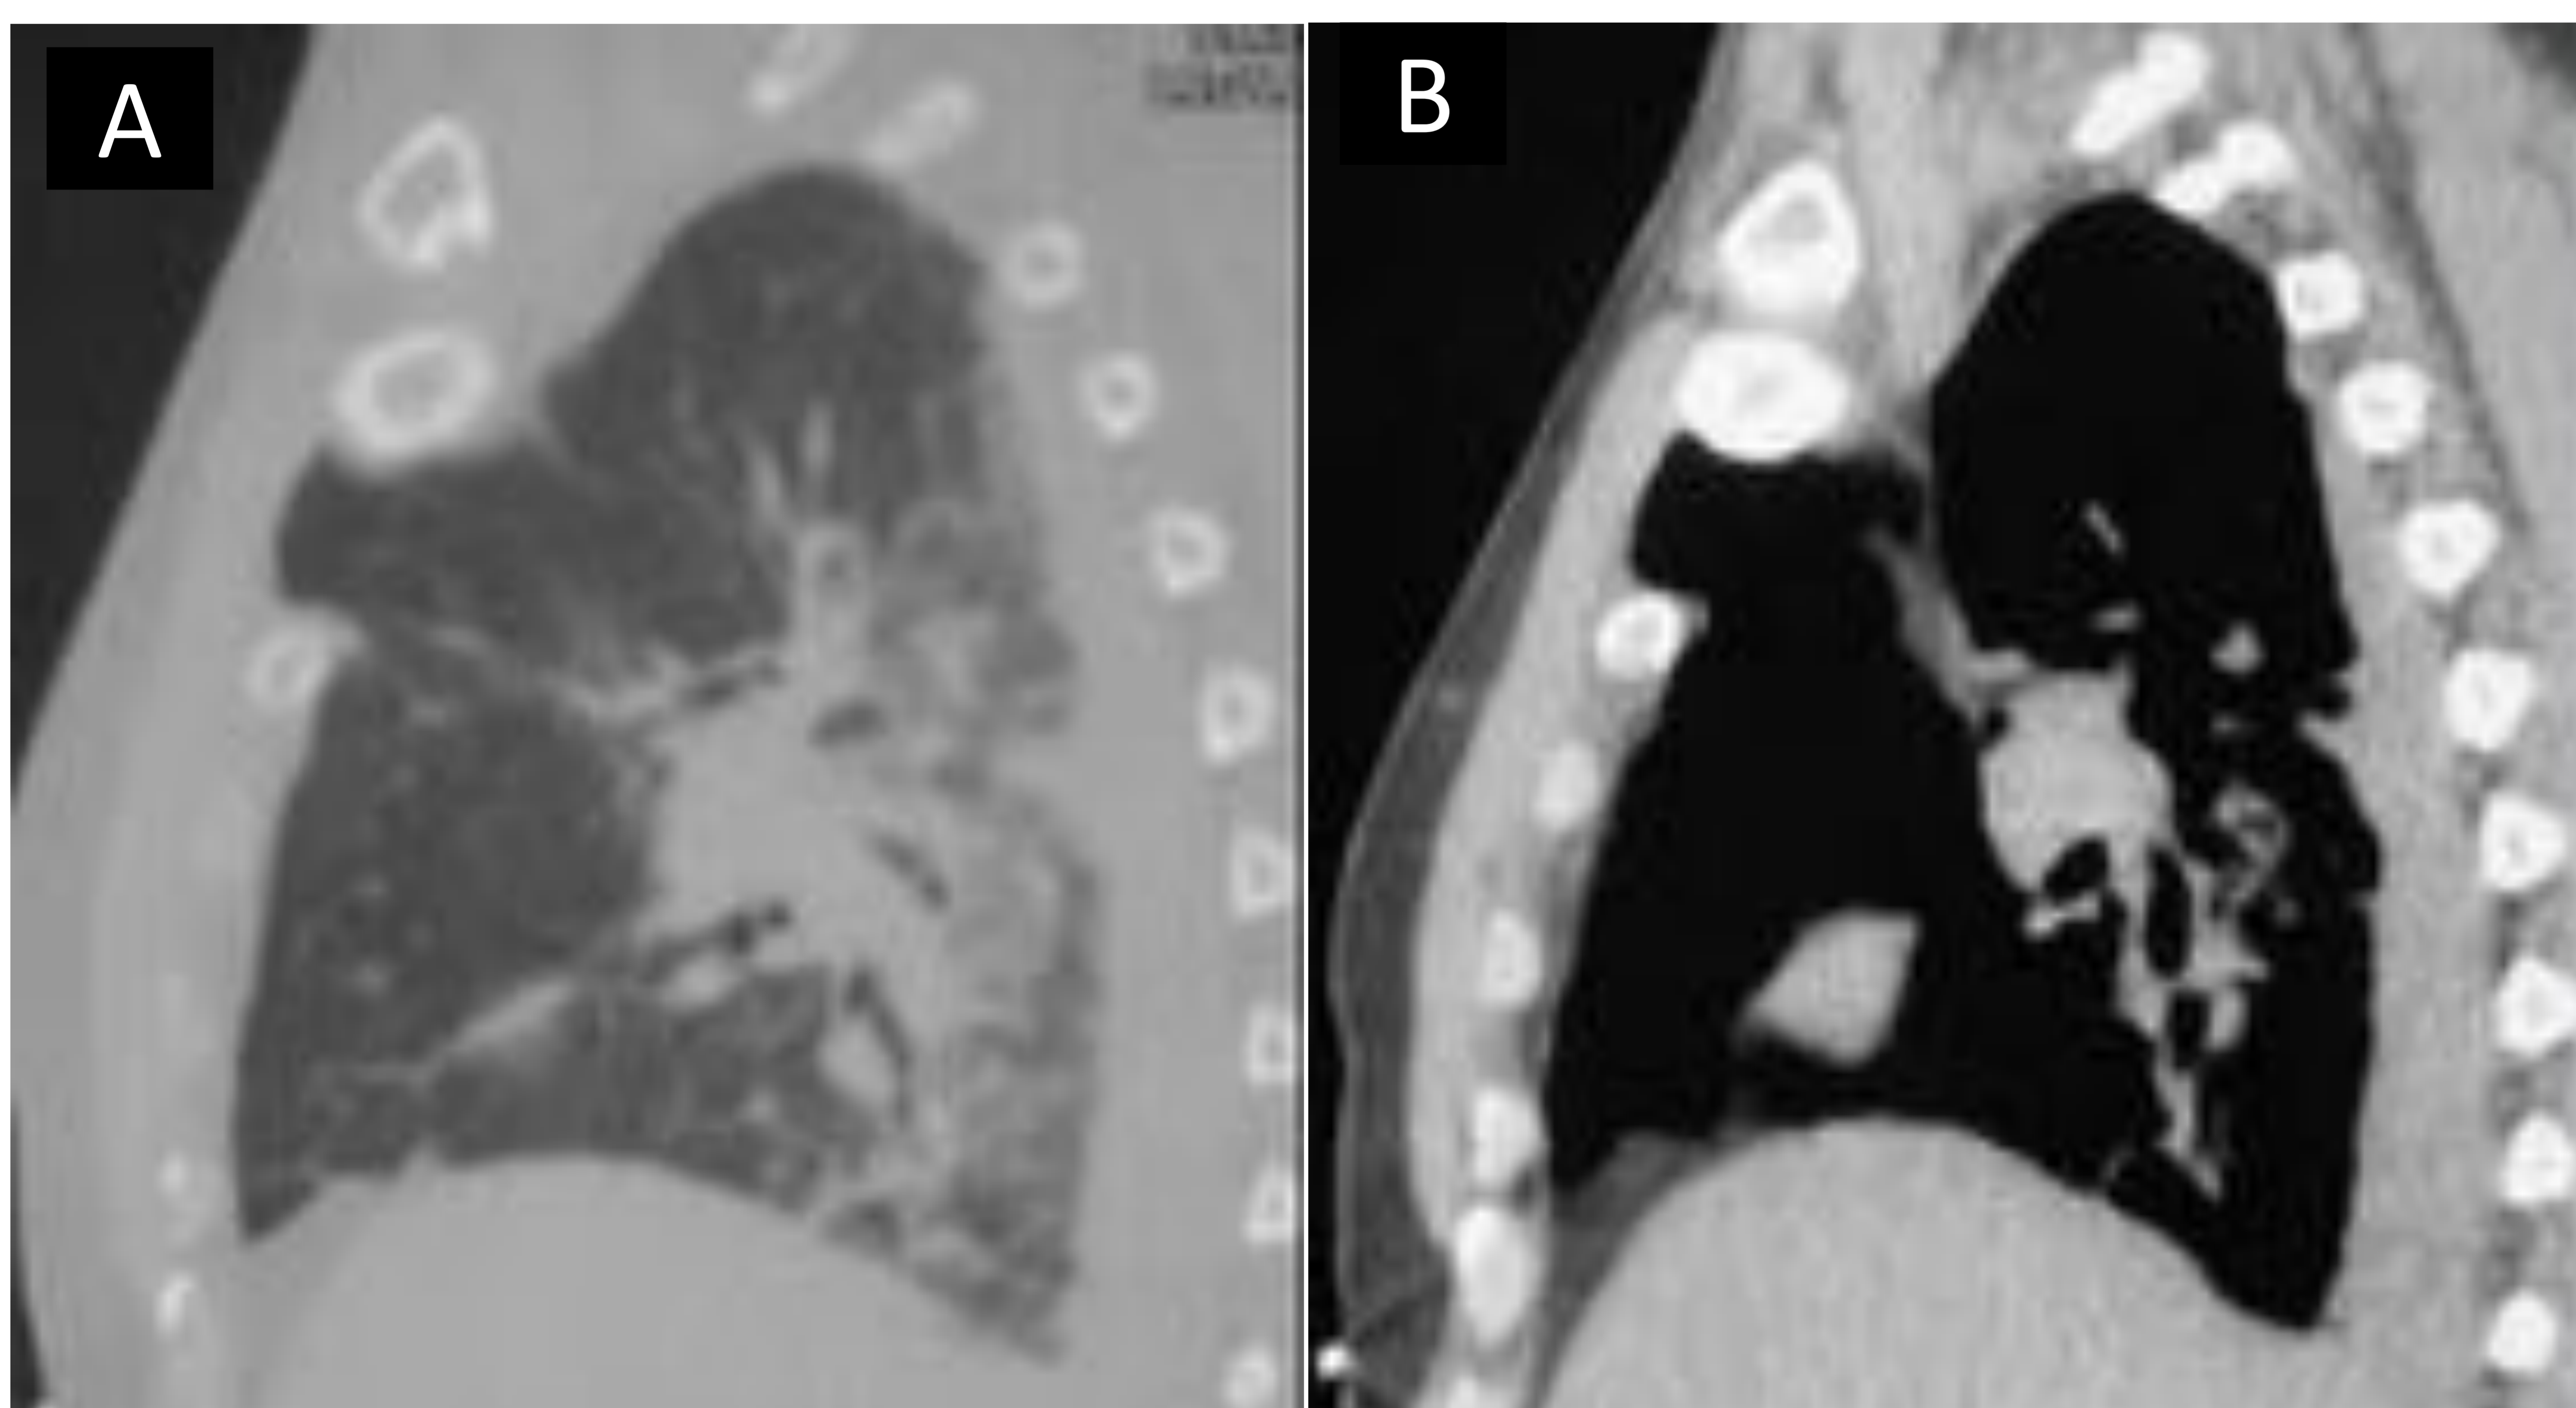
Reconstrucciones sagitales de TC con herniación pulmonar.
